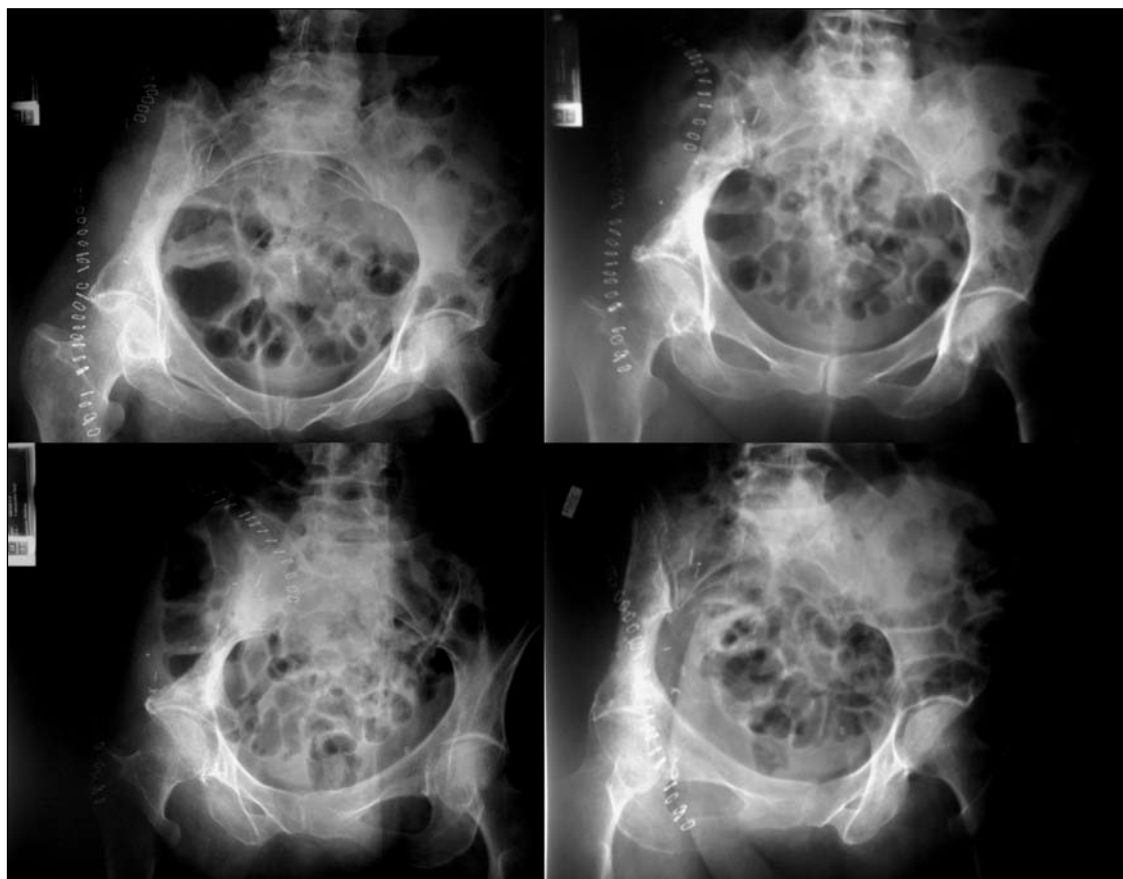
Radiografías posoperatorias de la resección de la zona I.
